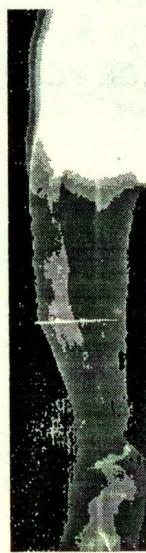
Рентгенограмма правого бедра больного З. до лечения.
